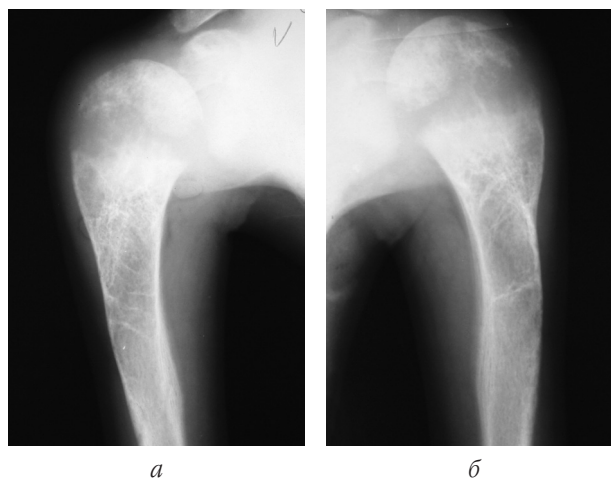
Рентгенограми плечових кісток *хв-20 М*, 9 років: праве (*а*) та ліве (*б*) плече. Нерівномірне розширення зони росту, відсутність зони ендохондріальної осифікації
